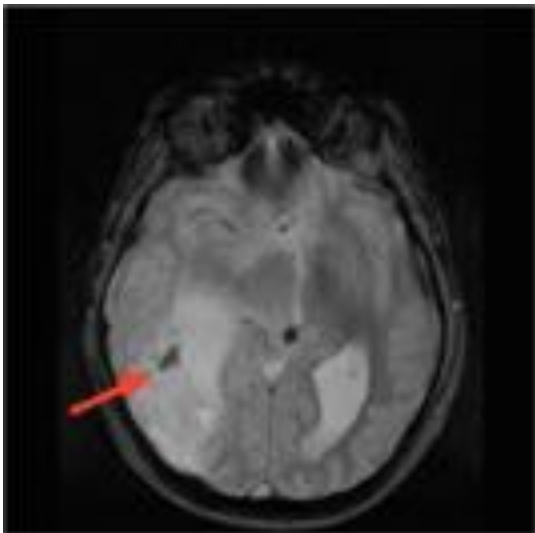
Imagen asociada a las dos anteriores. RM secuencia axial T2*. Se puede observar como la imagen lineal hiperintensa en T1 representada en la imagen anterior con cabeza de flecha se muestra hipointensa (flecha) en esta secuencia, presentando el comportamiento esperado de la hemosiderina y confirmando la sospecha de sangrado intralesional.
